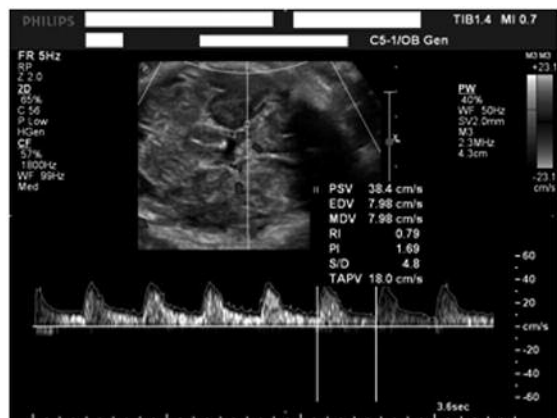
Medición por ecografía del PVS-MCA. En este caso es menor de 0.8 MoM, reflejando policitemia fetal
